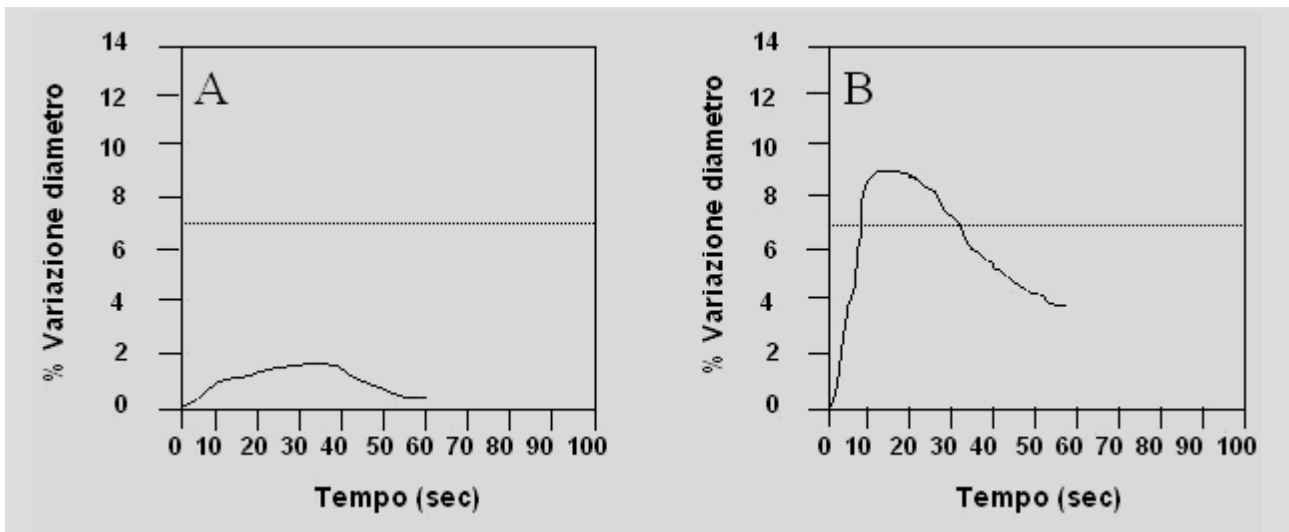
Giovane di 23 anni, BMI 29.4 Kg/m², viene ricoverato per sindrome coronarica acuta con ST sopraslivellato in D2, D3, AVF e movimento enzimatico specifico. L'ecocardiogramma non mostra alterazioni della cinetica segmentaria. La scintigrafia gated-SPECT mostra deficit di perfusione anterolaterale parziale reversibile con normale funzione sistolica globale. La coronarografia non evidenzia lesioni coronariche stenotiche. Tuttavia, come mostrato in figura A, la risposta vasomotoria endotelio-dipendente dell'arteria brachiale è chiaramente patologica (1.19%, $v_n > 7\%$). Dopo un ciclo di riabilitazione cardiologica ambulatoriale (intensità 70% del VO₂ max, 3 sedute settimanali per 8 settimane), la risposta vasomotoria endotelio-dipendente si normalizza (9.5%), e così il livello plasmatico di omocisteina (da 34.6 mcg/mL a 9.2 mcg/mL; $v_n < 10$).
